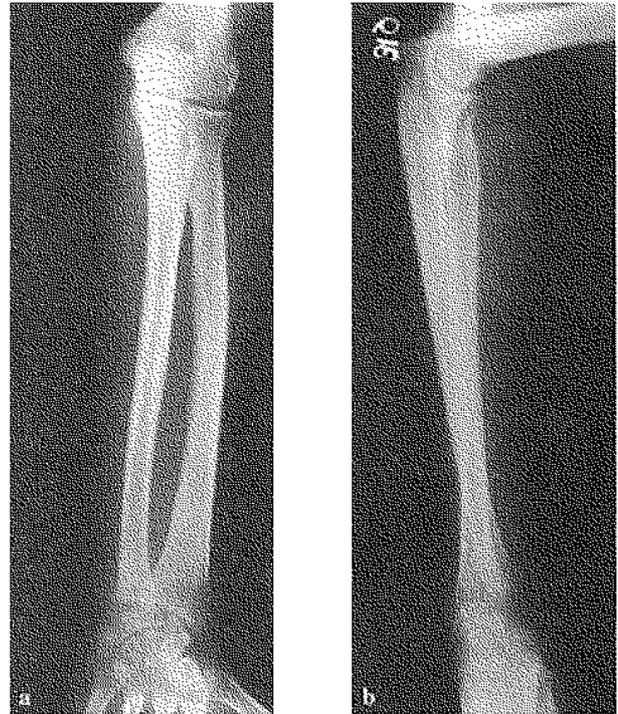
Radiographie, *a.* de face et *b.* de profil de l'avant bras en totalité pour contrôler aussi l'articulation radio-ulnaire proximale.
